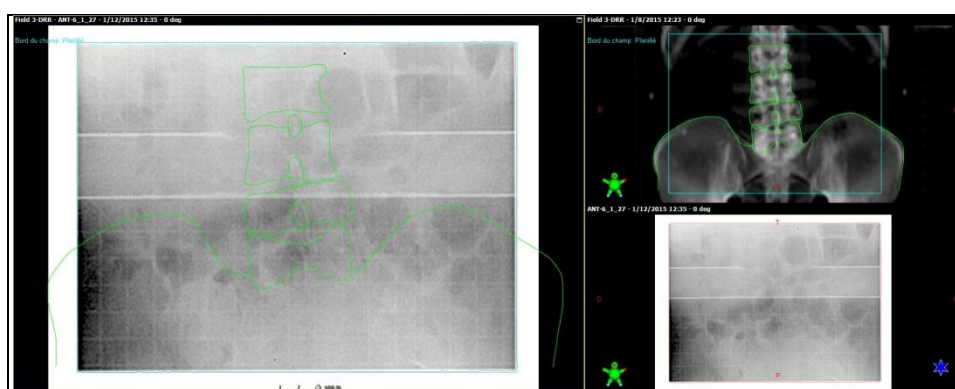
Exemple de DRR et de radiographie de contrôle (CAC Batna)
